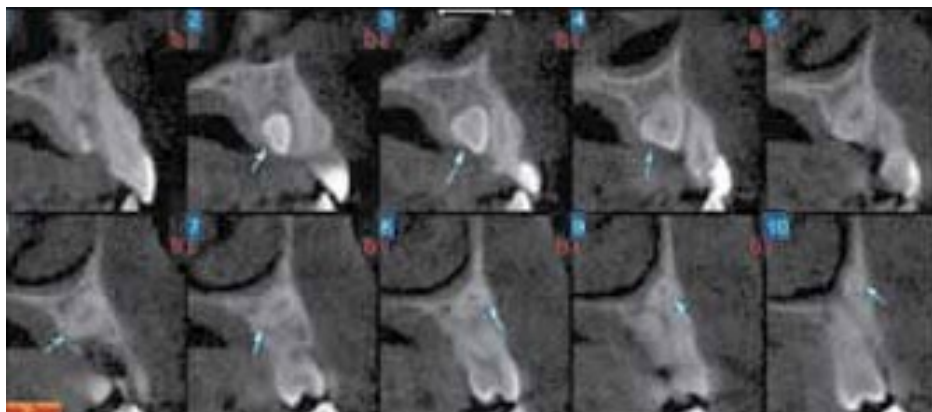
CBCT de um canino ectópico.
